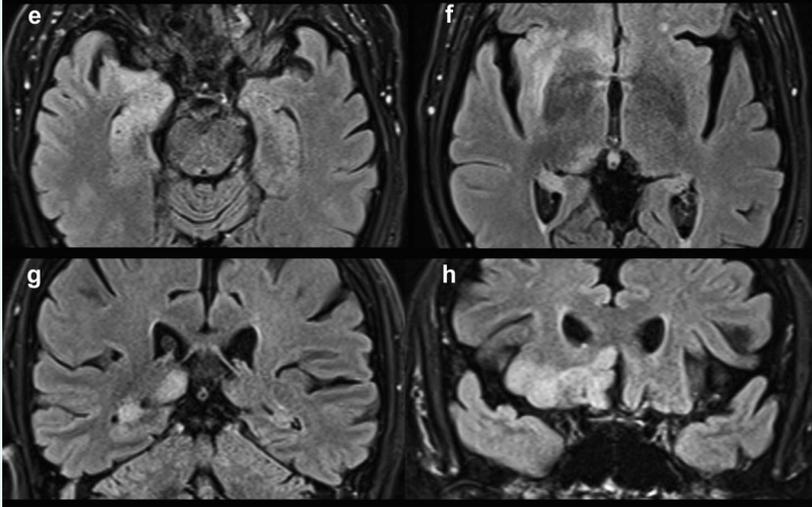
A glycoprotein antibody-associated disease (GAD) encephalitis patient with T2/FLAIR hyperintense lesions in the medial temporal lobe bilaterally (white arrows).
